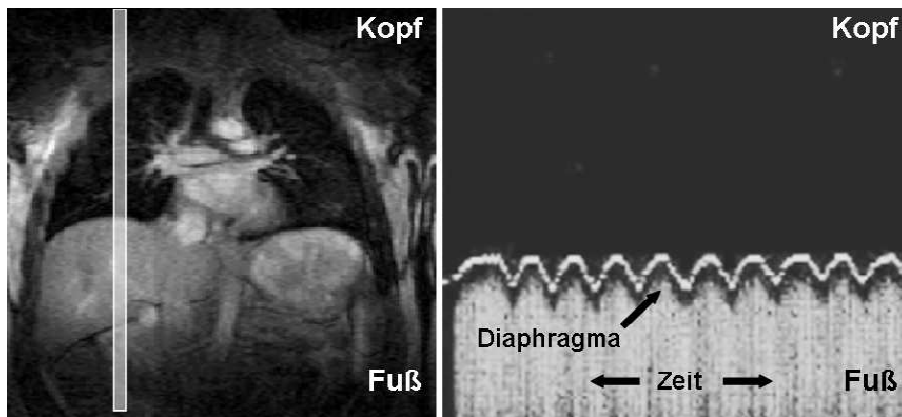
Pencil-Beam Technik zur Vermeidung von Bewegungsartefakten in der MRT (links). Mittels Fouriertransformation erhält man die Projektion des Signals (rechts), anhand dessen sich die Bewegung des Diaphragmas ableiten lässt (Abbildung verändert übernommen aus [Haa99]).
